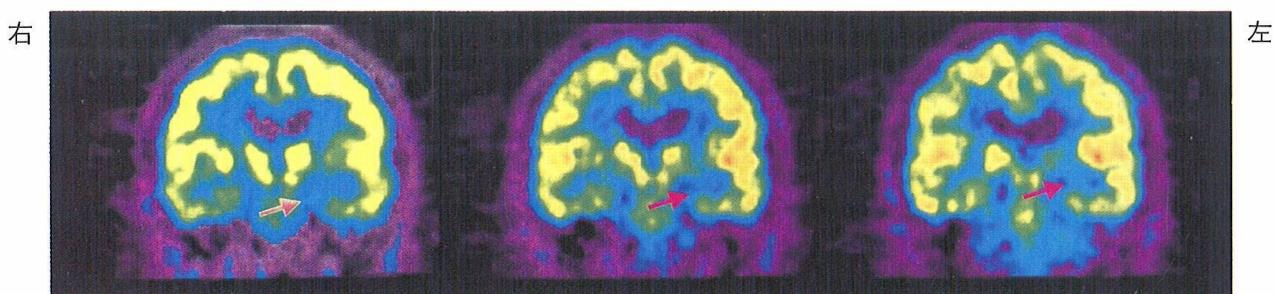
発症7ヵ月後のFDG-PET画像、左海馬のFDG集積低下が認められる。
